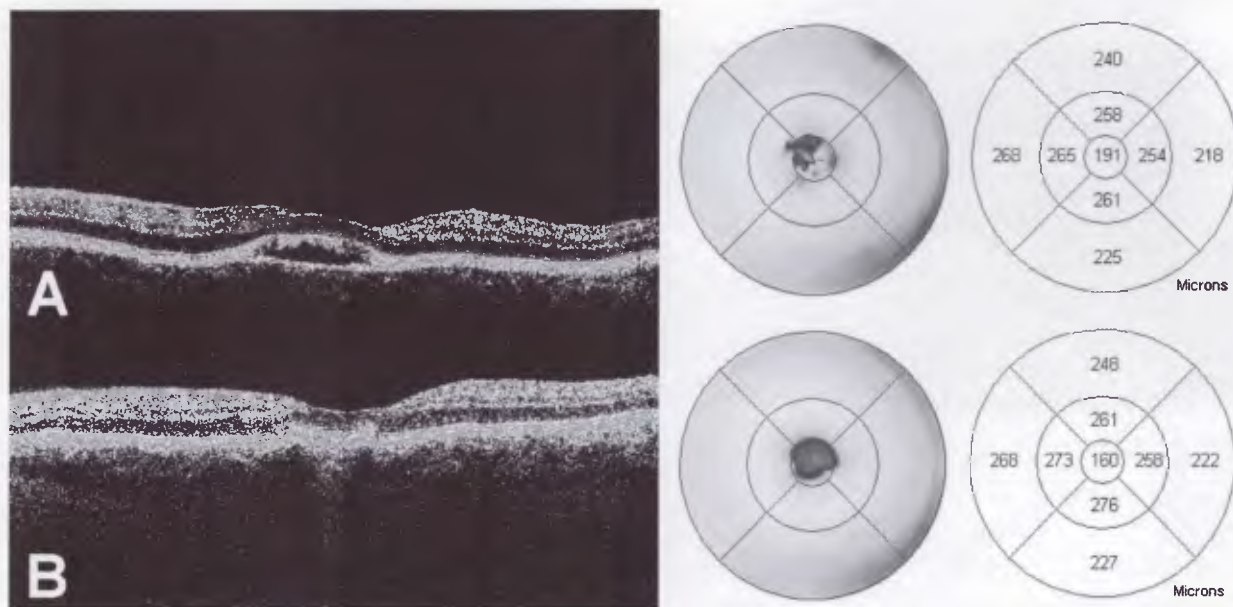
Tomografía de coherencia óptica (OCT) de ojo izquierdo. A. El OCT demostró un espacio hiporreflectivo que se ubica por debajo de la capa de fotorreceptores y por encima del epitelio pigmentario retinal (EPR). La capa de fotorreceptores se observa alterada e irregular. Hay pérdida del contorno foveolar normal. El espesor macular central fue de 191 μm . B. El OCT del mismo ojo nueve meses más tarde muestra un aumento de la reflectividad corioidea bajo el área foveal. Se observan pequeñas elevaciones irregulares de alta reflectividad en el complejo EPR/coriocapilaris correspondientes a las lesiones amarillentas. El espesor macular central fue de 160 μm .
